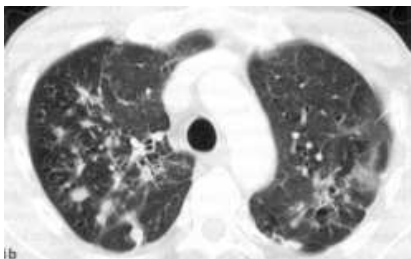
In der CT erkennt man die relativ scharf begrenzten, z.T. nodulären, z. T. streifigen Strukturverdichtungen (Eisenhuber u.a. 2007, 394)
